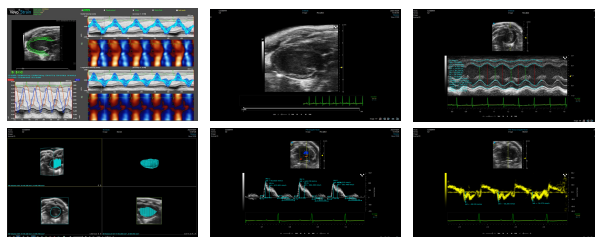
各種心エコーの典型像(コントロール群)
